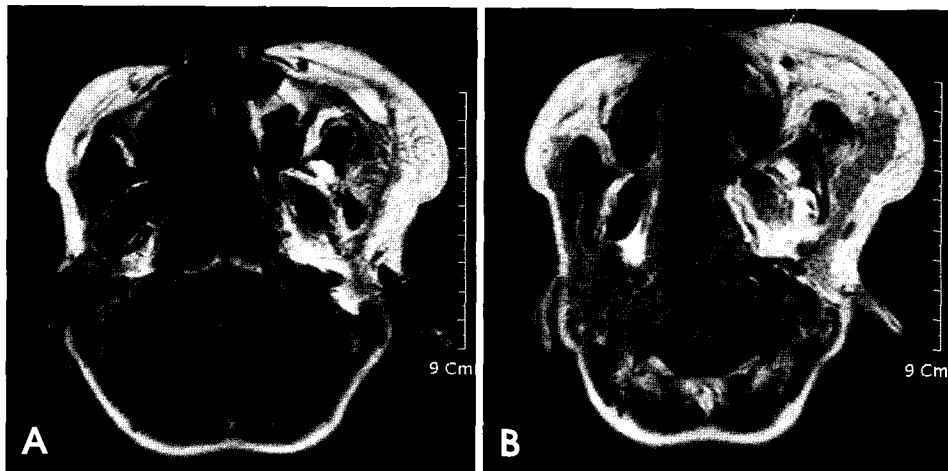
Axial T1-weighted images reveal the high signal intensity consistent with fat among the tooth germs in the left maxilla, indicating the fatty infiltration into the left maxilla.
